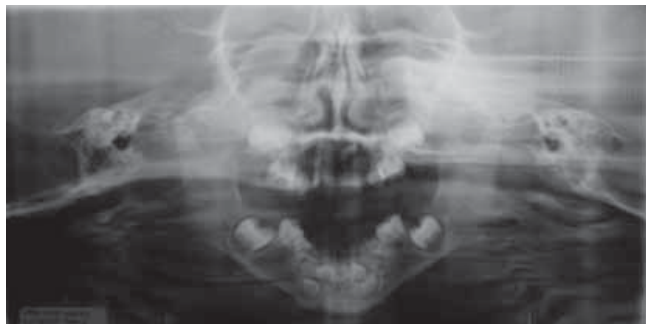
Ortopantomografía del paciente pediátrico con síndrome de Fisher-Evans.
